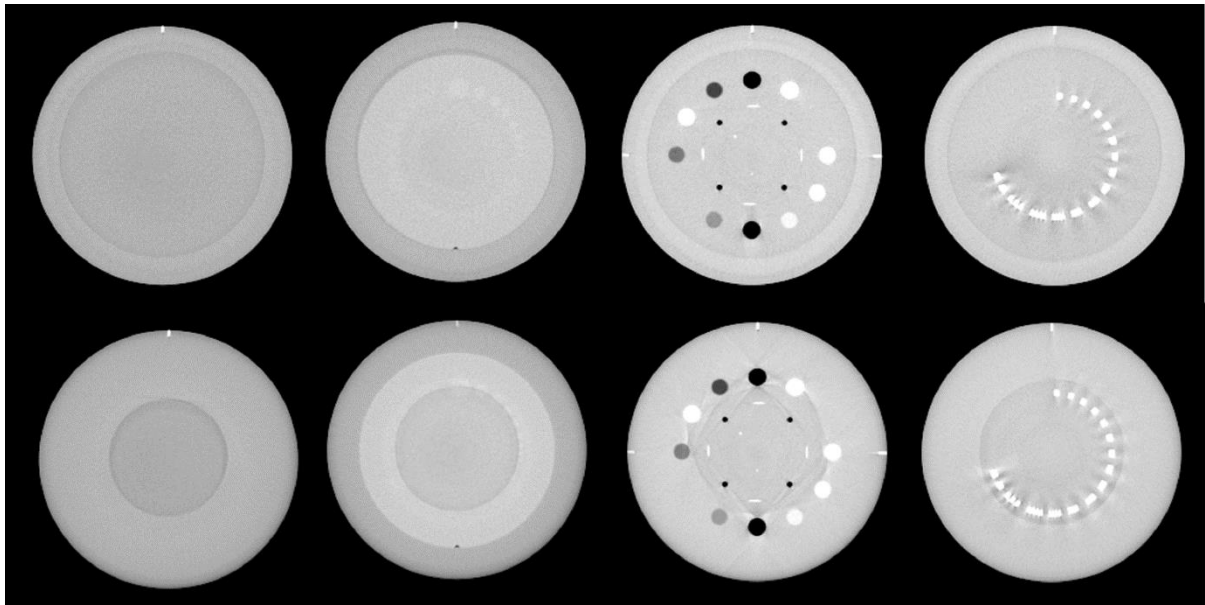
CBCT preseki za svaki modul (prvi red: Pelvis, drugi red: Fast Pelvis, treći red: Prostate, četvrti red: Fast Prostate)
